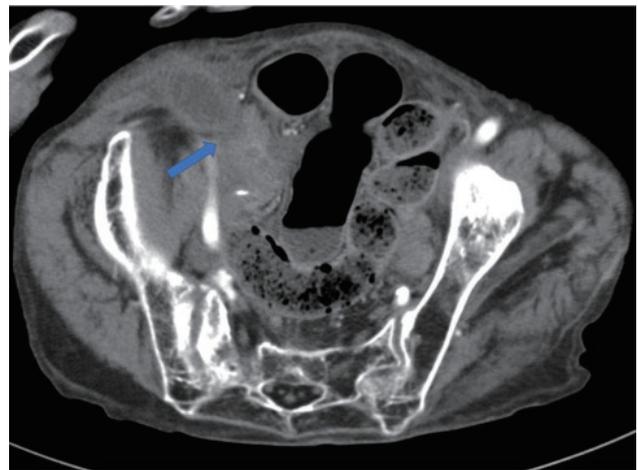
腹部造影 CT 検査所見 矢印：右鼠経輪近傍に狭窄起点を認める。
